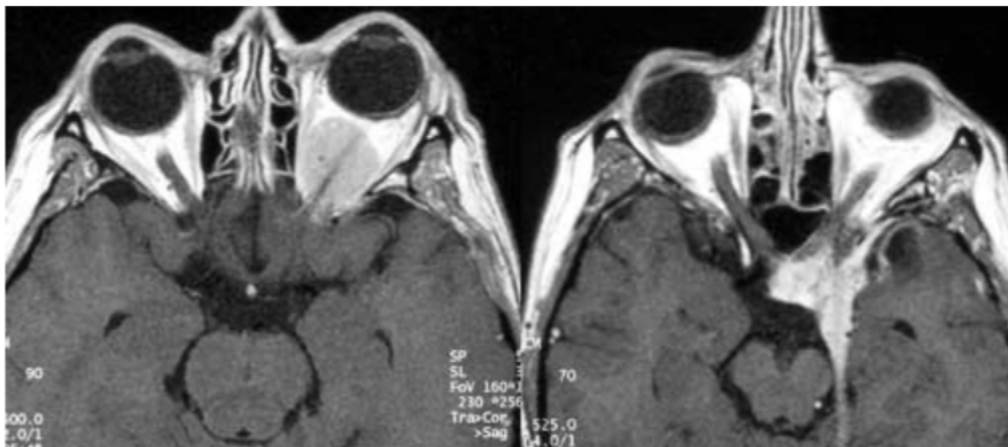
MRT (links) und MRT mit KM (rechts) eines Optikuscheidenmeningeom (9)
